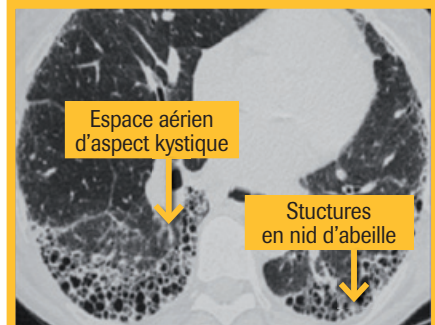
Imagerie par tomodensitométrie haute résolution (TDM-HR)
